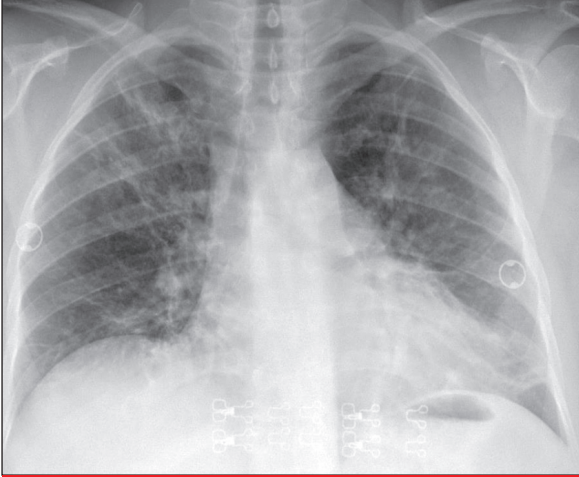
Başvurudaki PA akciğer grafisi.
